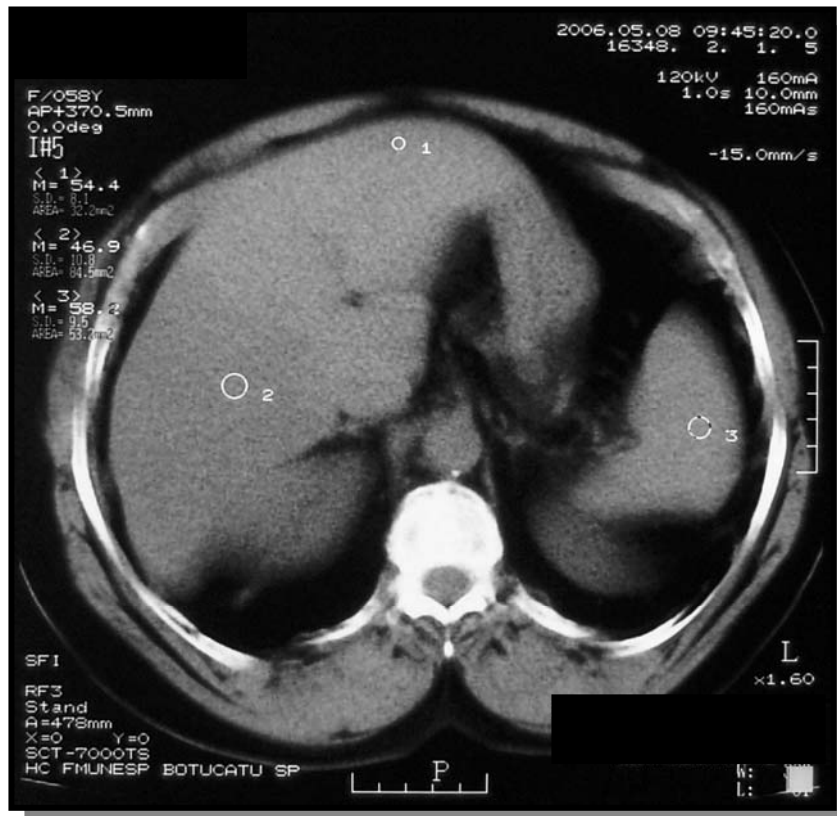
TC evidenciando baixa atenuação em lobo direito hepático.
